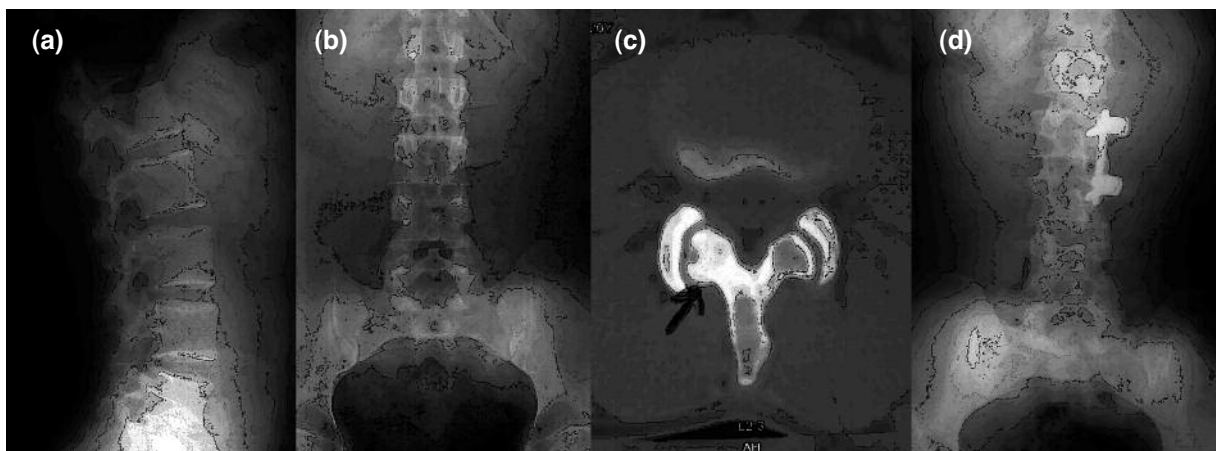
a. Preoperative PA and b. lateral radiographs, c. preoperative CT and d. postoperative radiographs of the patient with osteoid osteoma.
